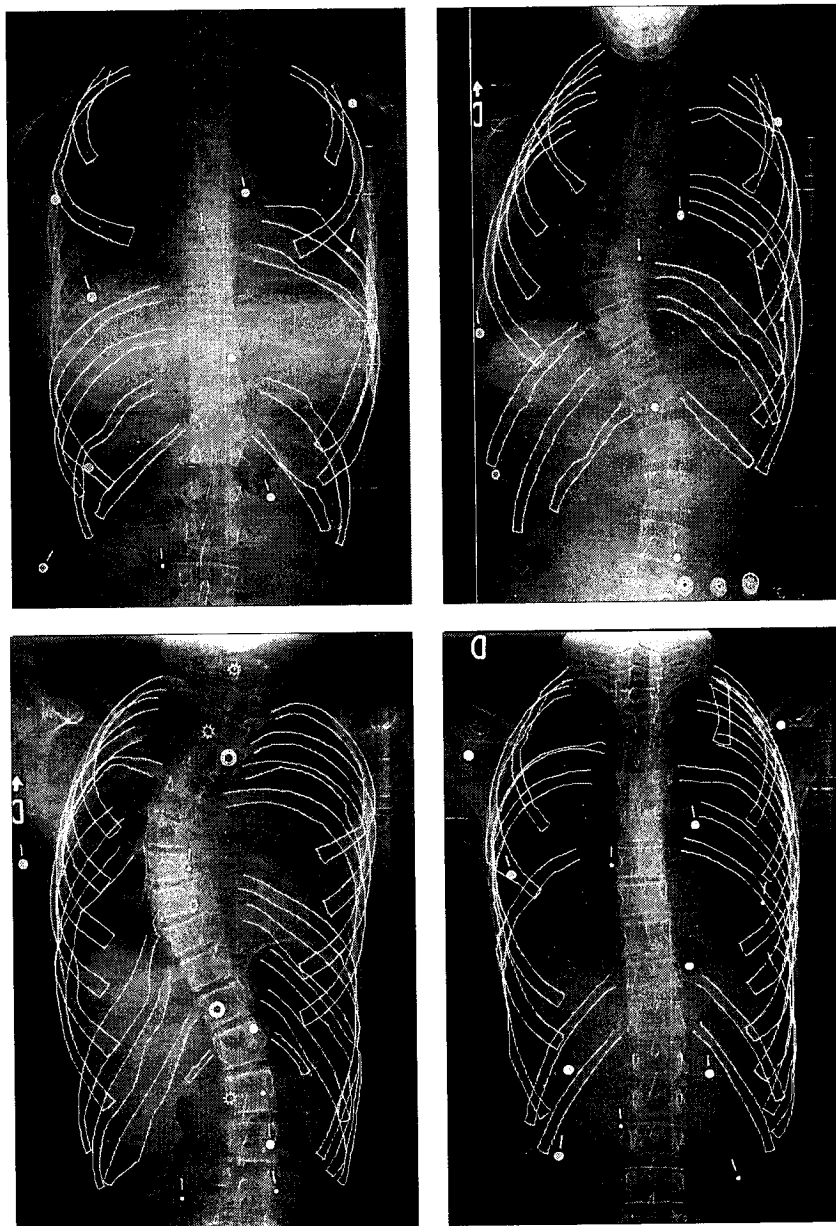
Les quatre moins bons résultats visuels. Le nombre moyen de côtes détectées par radiographie dans cet ensemble de résultats visuels est de 15,75.
